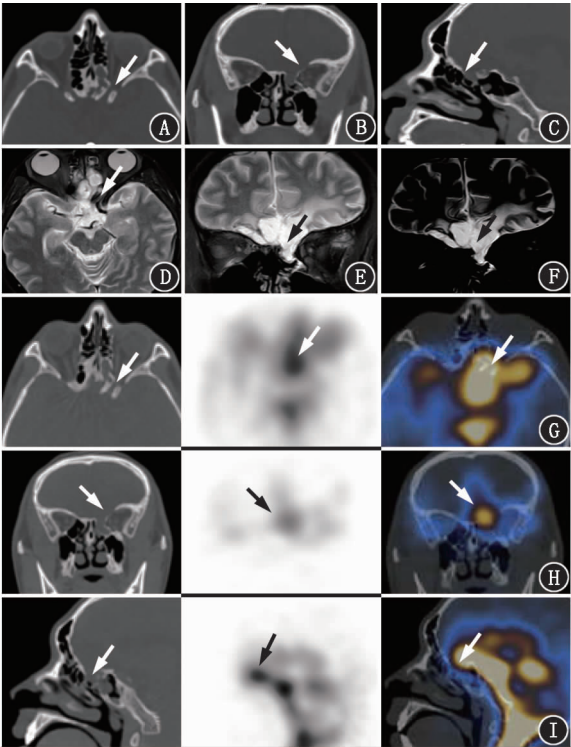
脑脊液漏(CSFL)患者(男,32 岁)影像学检查图。A~C. 高分辨率 CT(HRCT)的横断位(A)、冠状位(B)、矢状位(C)示左侧筛顶局部骨质破坏,且局部脑组织凸入窦腔(箭头示);D~F. MRI 分别从横断位(D)、冠状位(E)示前颅底局部脑组织水肿,T₂ 加权成像(WI)呈高信号,并疝入左侧筛窦(箭头示),MRI 水成像(F)示连续高信号的脑脊液影,从颅底延续至左侧筛窦(箭头示);G~I. ⁹⁹Tc^m-二乙撑三胺五乙酸(DTPA) SPECT/CT 显像横断位(G)、冠状位(H)、矢状位(I)示左筛顶局部放射性异常浓聚,左侧筛顶局部骨质缺损,脑组织凸向左侧筛窦、蝶窦内(箭头示)
